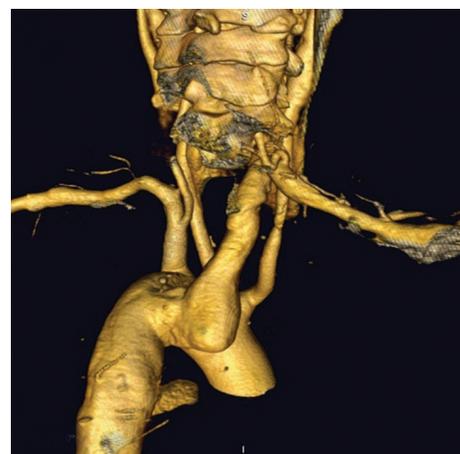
СКТ-АГ, 3D-реконструкция: аневризма aberrантной правой подключичной артерии (вид сзади)
